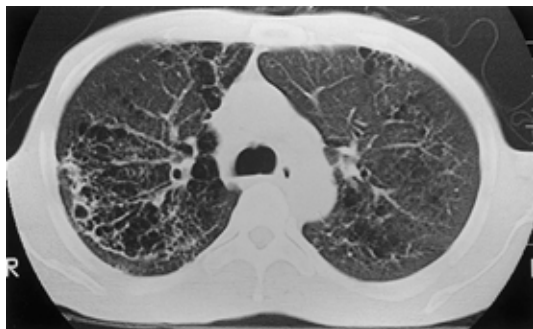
Chest CT scan showing interstitial shadows and emphysematous changes more severe than those seen on July 22.
